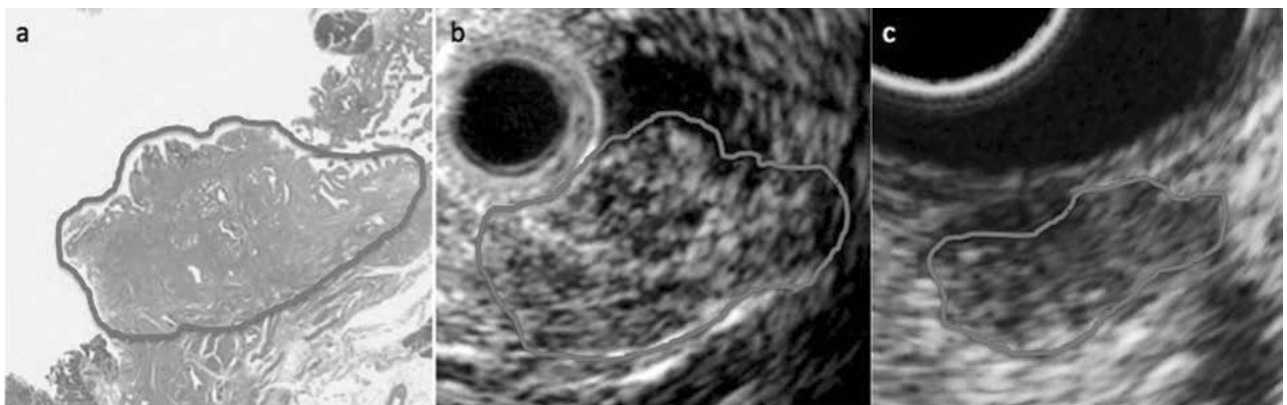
病変内部の拡張した腺管構造は、管腔内超音波では anechoic area の集簇像として明らかに描出されていた。また、不規則な筋線維増生と腺管過形成が混在している部分は、音響インピーダンスの差を反映してか高エコーと低エコーが混在した粗造なエコー輝度の混在を呈していた (a, b)。(c) 超音波内視鏡で得られた画像では (12MHz)、内部がやや粗い低エコー腫瘍としか判断できない。
